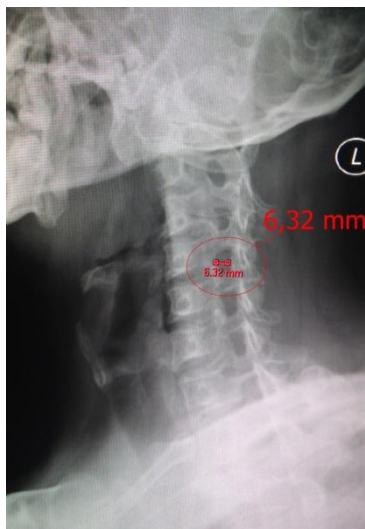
Radiograf *Cervical RPO (Right Posterior Oblique)* tanpa penyudutan.
